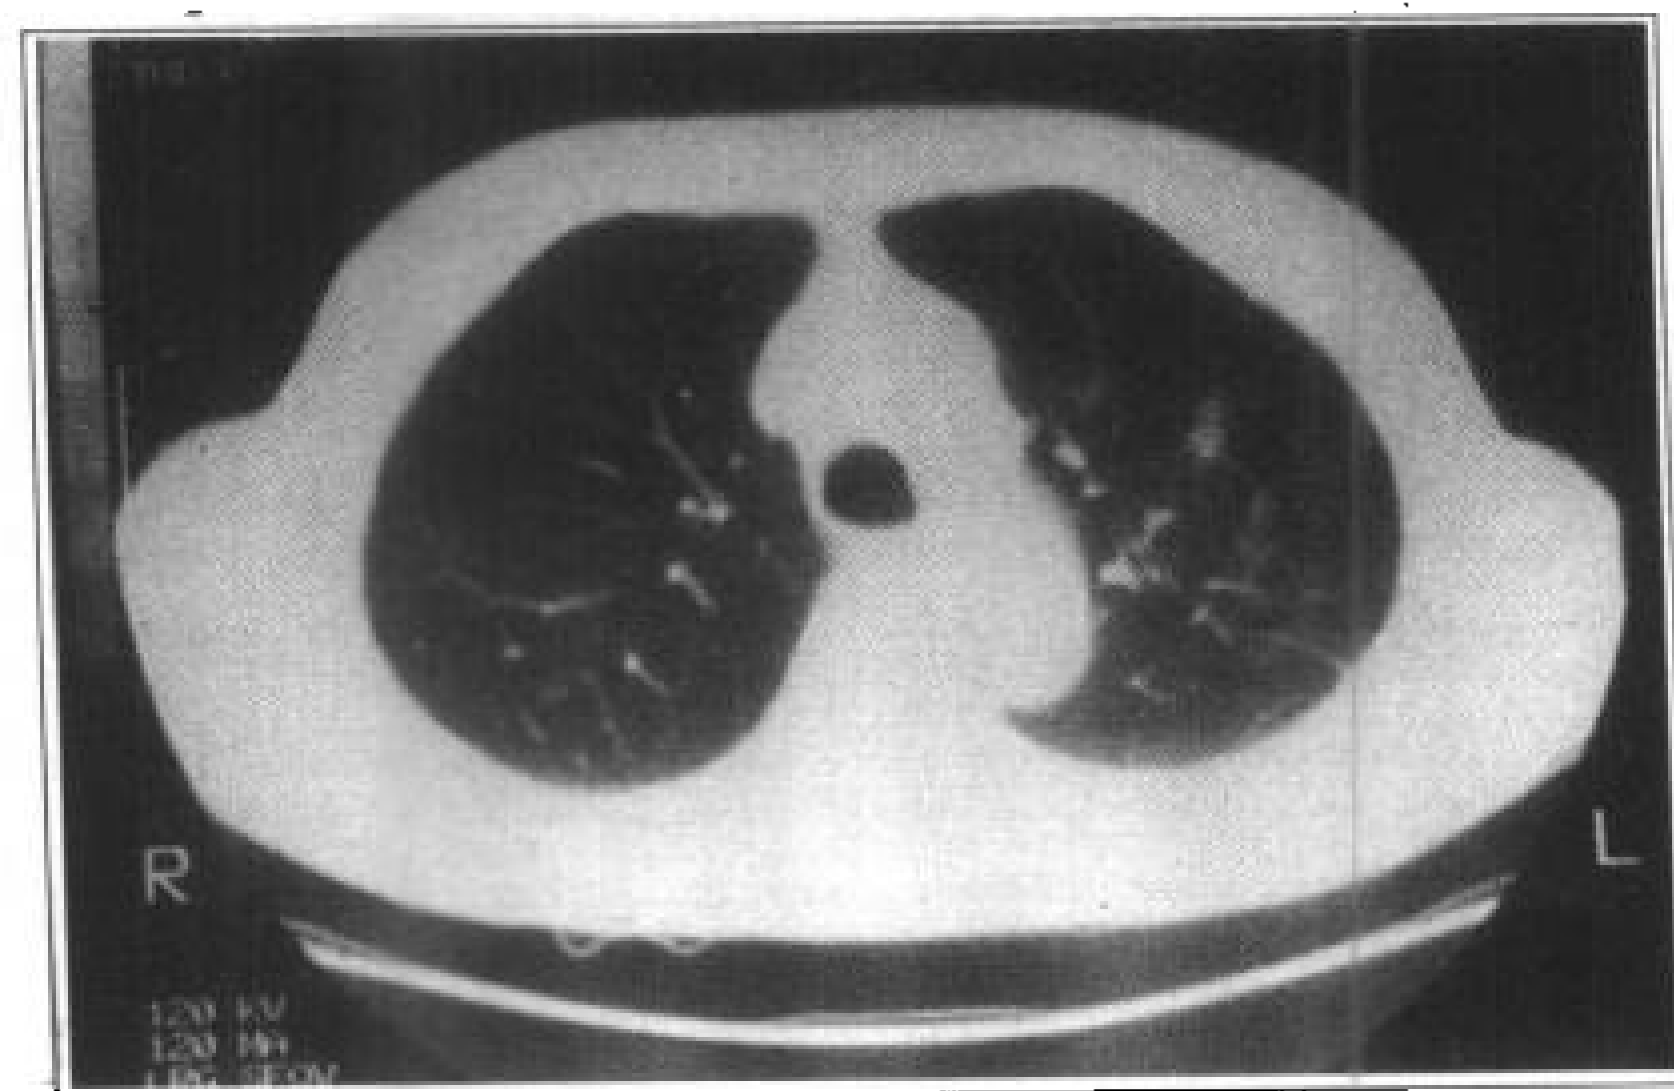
常规 CT 扫描，肺气肿不明显
